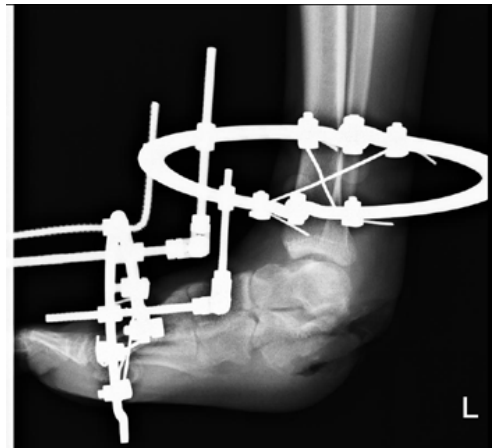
Рентгенограмма стопы при поступлении
